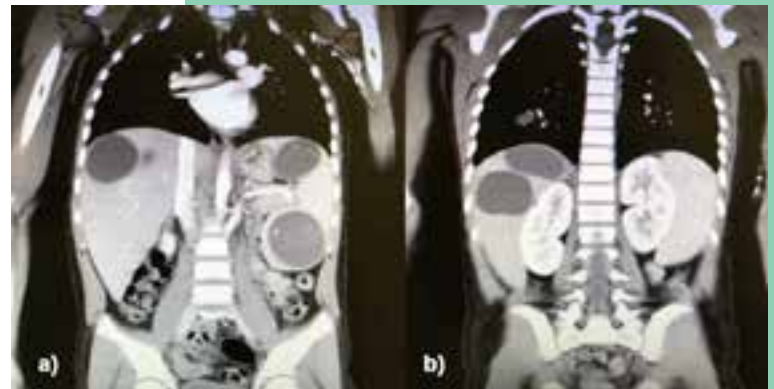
Lesiones hipodensas de grandes dimensiones en tomografía computarizada (corte coronal) situadas en: a) hígado, y b) bazo.
